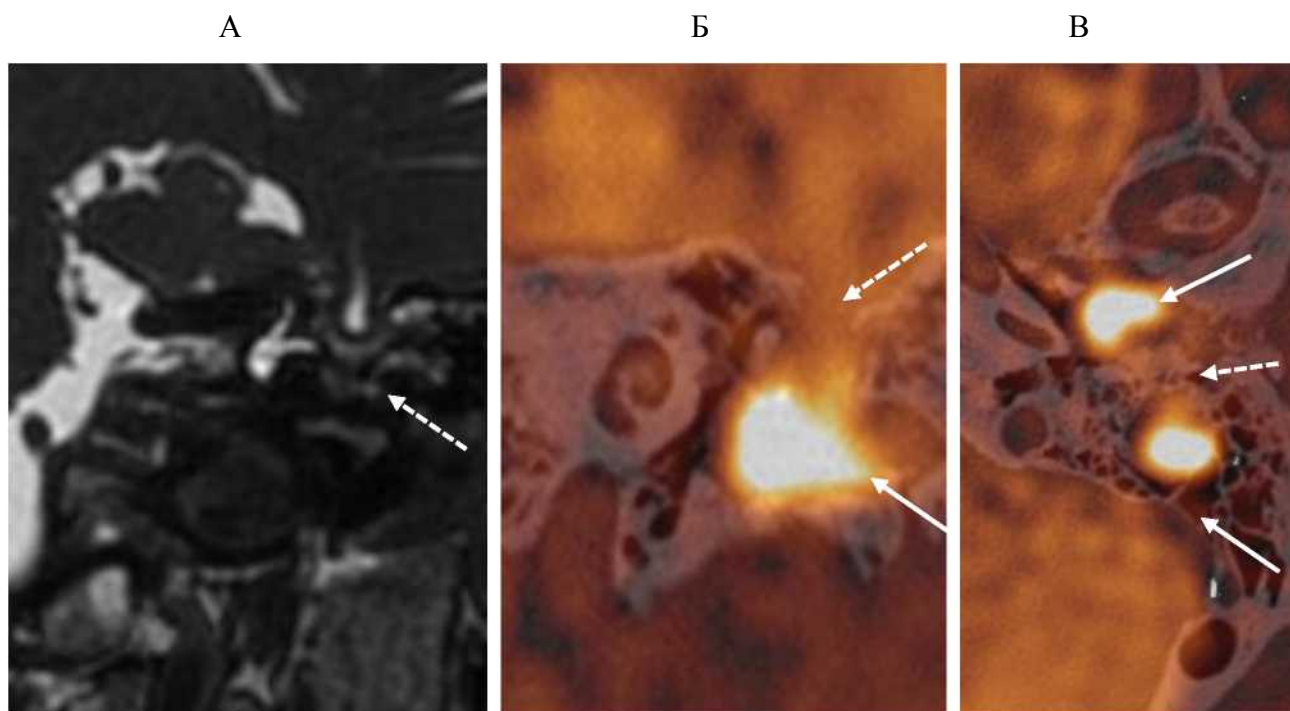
А – T2 ВИ МРТ, фронтальный срез; Б, В – совмещенное КТ- и МР-изображение, фронтальная и аксиальная проекции. Состояние после травмы. На фронтальном T2ВИ (А) определяется смещение вещества головного мозга в костный дефект крыши барабанной полости – менингоэнцефалоцеле (пунктирная стрелка). На совмещенном изображении (Б и В) определяется взаимоотношение менингоэнцефалоцеле с посттравматической холестеатомой: холестеатома (стрелка) занимает область мезотимпанума; на аксиальных изображениях видно, что холестеатома «разделена» менингоэнцефалоцеле (пунктирные стрелки) как бы на два фрагмента – один локализуется в барабанной полости, другой – в антральной части послеоперационной полости (стрелки)
